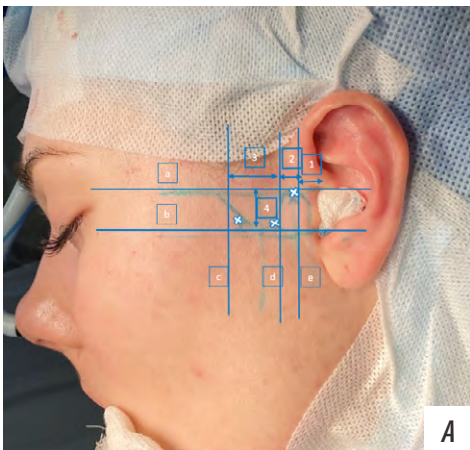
Разметка основных анатомических ориентиров ВНЧС (А) в соответствии с измерениями на МРТ в косо-сагиттальной плоскости (В)
